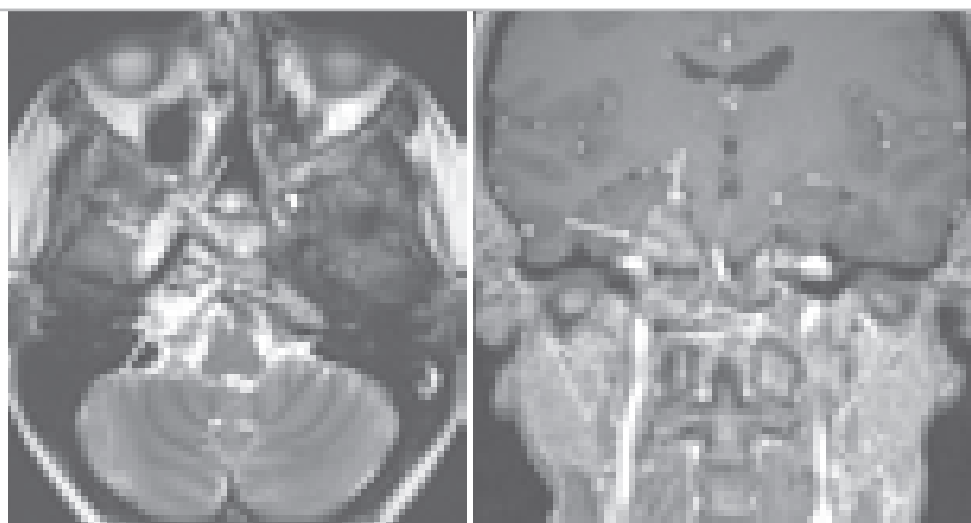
МРТ изображения больной с хордомой селлярной локализации в аксиальной и фронтальной проекции. Опухоль в области медиальных отделов правой половины средней черепной ямки (обозначена белыми стрелками). Кавернозный сегмент правой внутренней сонной артерии отеснен латерально (обозначено чёрными стрелками) и, в то же время, окружён опухолевыми массами.
